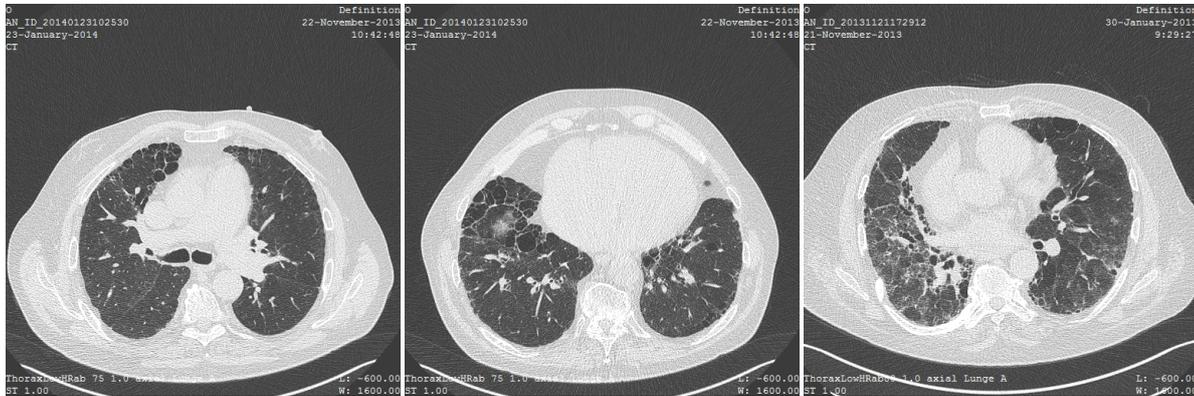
CT-Schnittbilder verschiedener Patienten mit pulmonaler Hypertonie
